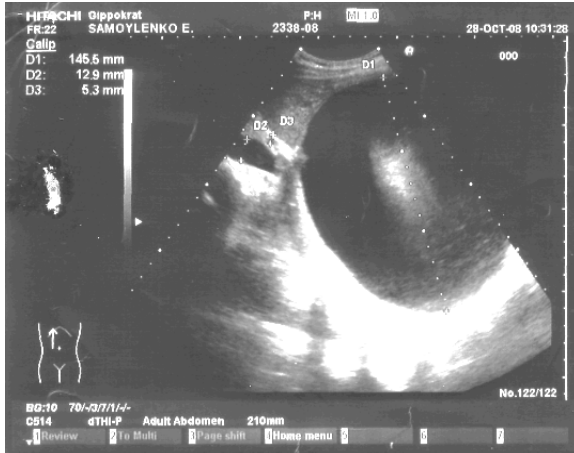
УЗИ. Киста правой доли печени
